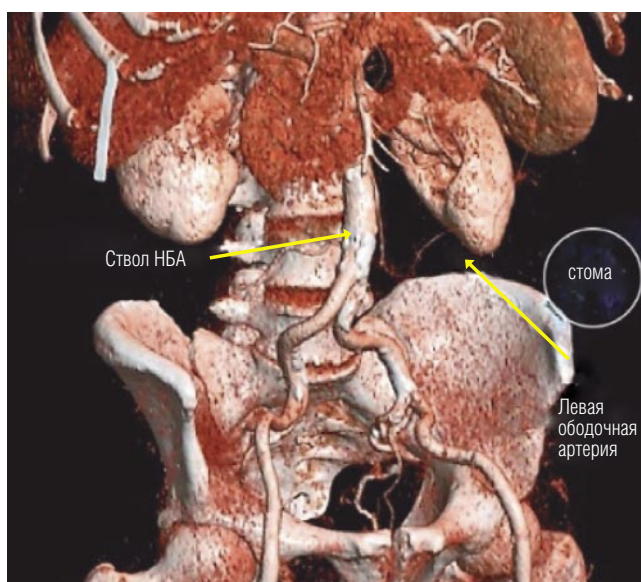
МСКТ, 3D реконструкция с оценкой источника кровоснабжения приводящей к стоме петли толстой кишки. НБА – нижняя брыжеечная артерия.
